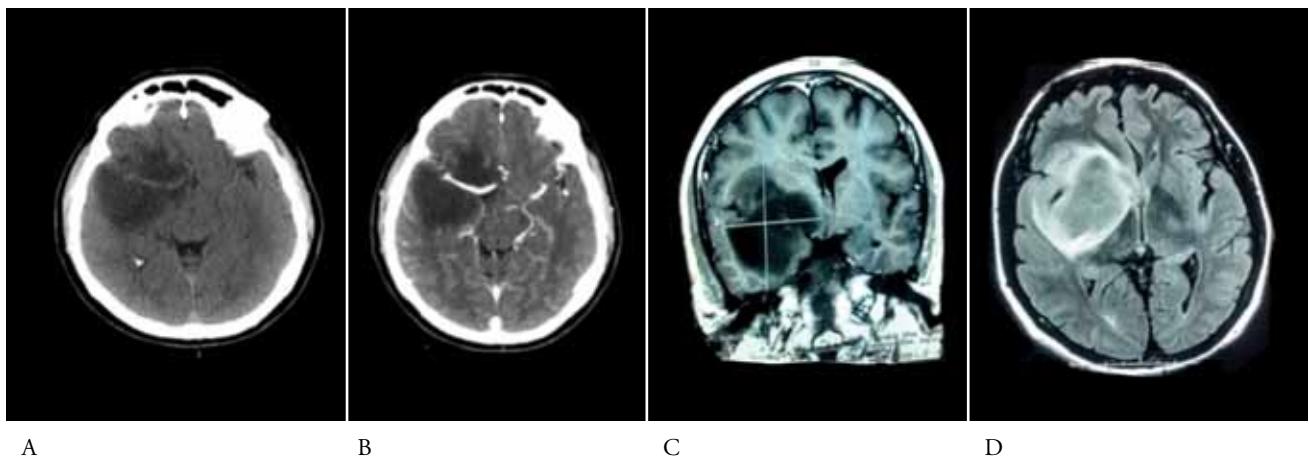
A.-TAC cráneo simple: Se observa extensa lesión intraxial hipodensa de localización temporo parietal derecha con efecto de masa sobre el ventrículo lateral el cual está colapsado con mínima desviación de la línea media. B. TAC Cráneo con contraste: lesión hipodensa que no capta contraste, llama la atención la elongación de las estructuras vasculares cerebrales de la rama cerebral media C.RNM Cerebral: T1 Corte coronal: Se observa extensa lesión hipointensa en lóbulo temporal derecho con compresión de ventrículo lateral. RNM cerebral T2 Flair corte coronal con imagen hiperintensa fronto temporal, derecha de bordes definidos sin edema, perilesional, efecto de masa con desviación de línea media.
